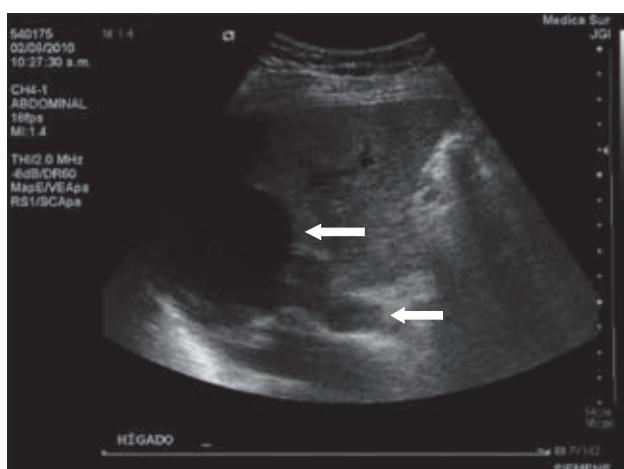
Ultrasonido hepático en donde se observan quistes hepáticos en el lóbulo derecho. (Flechas)
